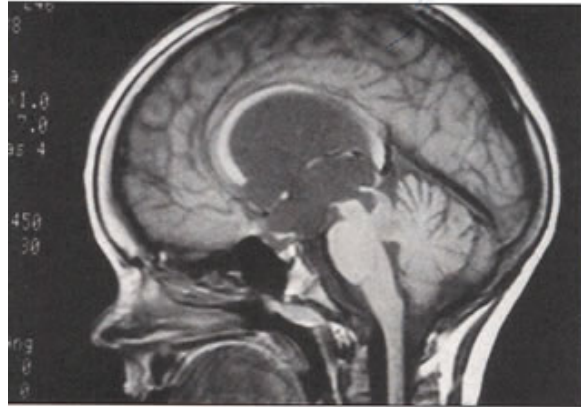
IRM : Sténose de l'aqueduc du mésencéphale.
